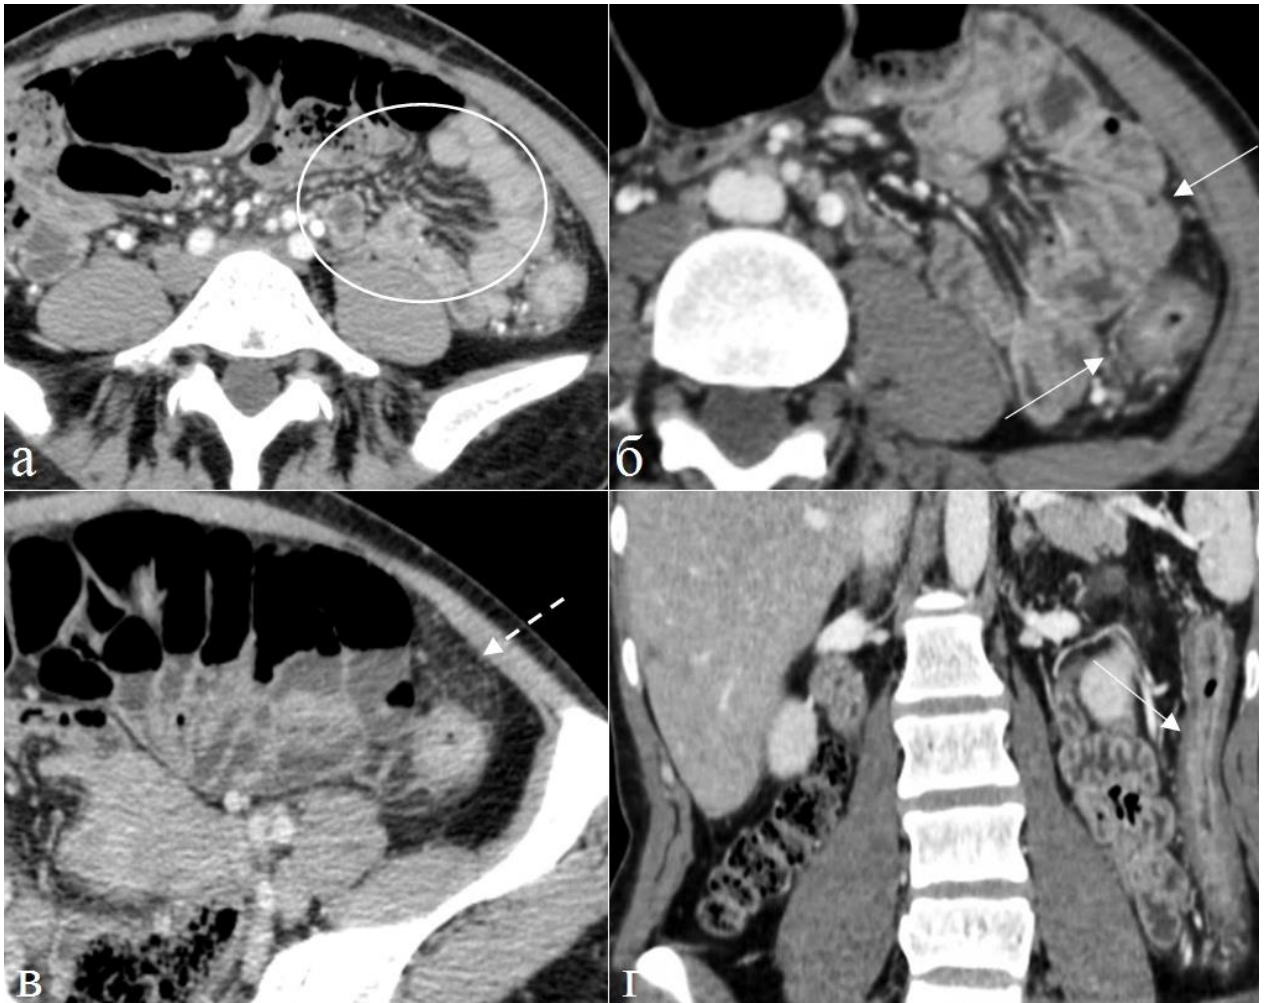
Больная 34 года Болезнь Крона, множественное поражение тонкого и толстого кишечника. Артериальная фаза контрастного усиления. а,б,в) фрагменты аксиальных томограмм, г) фронтальная реконструкция. Определяется сегментарное утолщение стенки тонкой и нисходящей ободочной кишок (непрерывные стрелки). На рисунке (в) показана фиброзно-жировая пролиферация (пунктирная стрелка).
